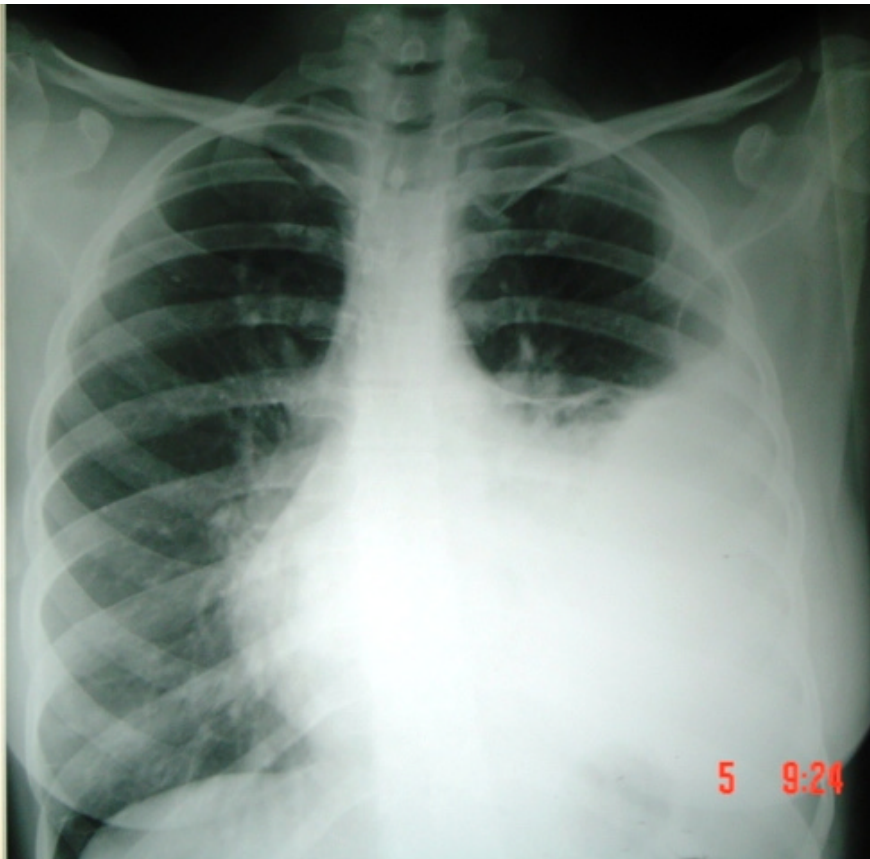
Radiografía PA en dónde se observa progresión de la enfermedad. La radioopacidad persiste en la región inferior izquierda y se extiende al campo medio
